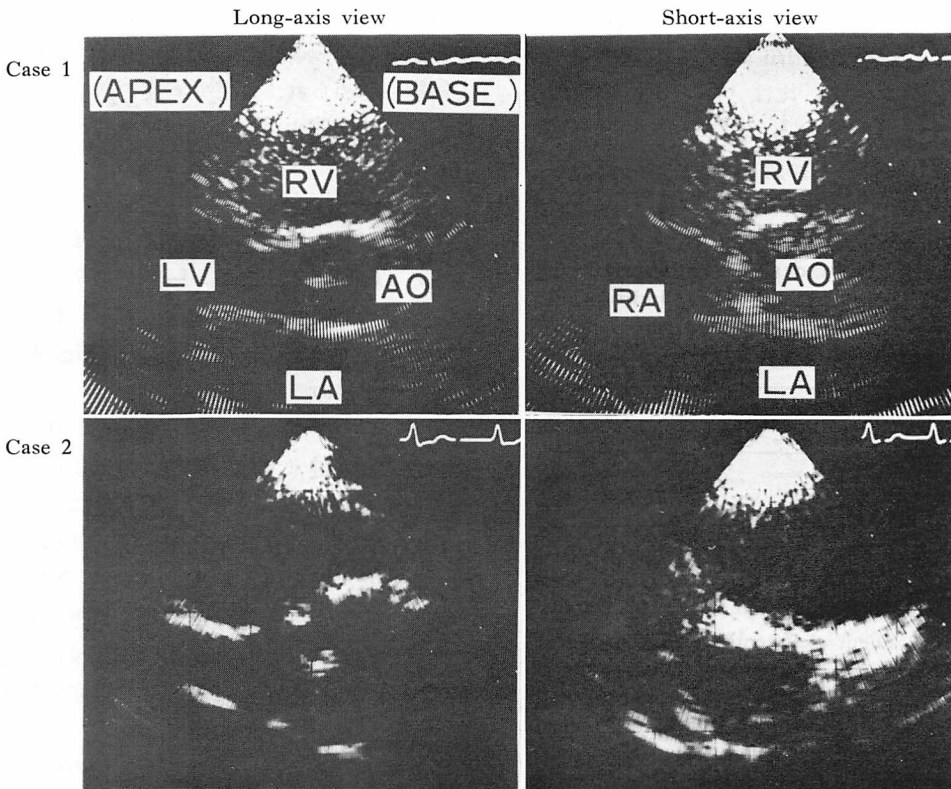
Preoperative echocardiograms of patients with valve repair.
